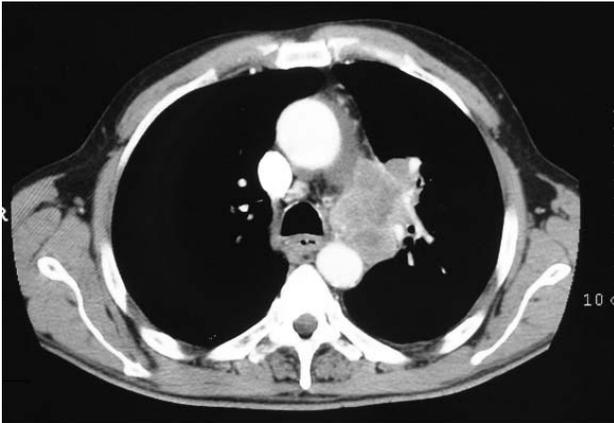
Tomografía computarizada torácica, donde se observa una masa hiliar izquierda con signos de infiltración mediastínica.
